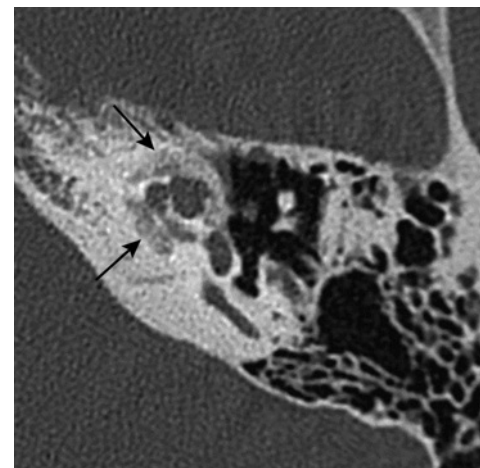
Otospongiose type 4a. Coupe TDM axiale : hypodensités péricochléaires (flèches) dans la couche labyrinthique moyenne antérieure.
